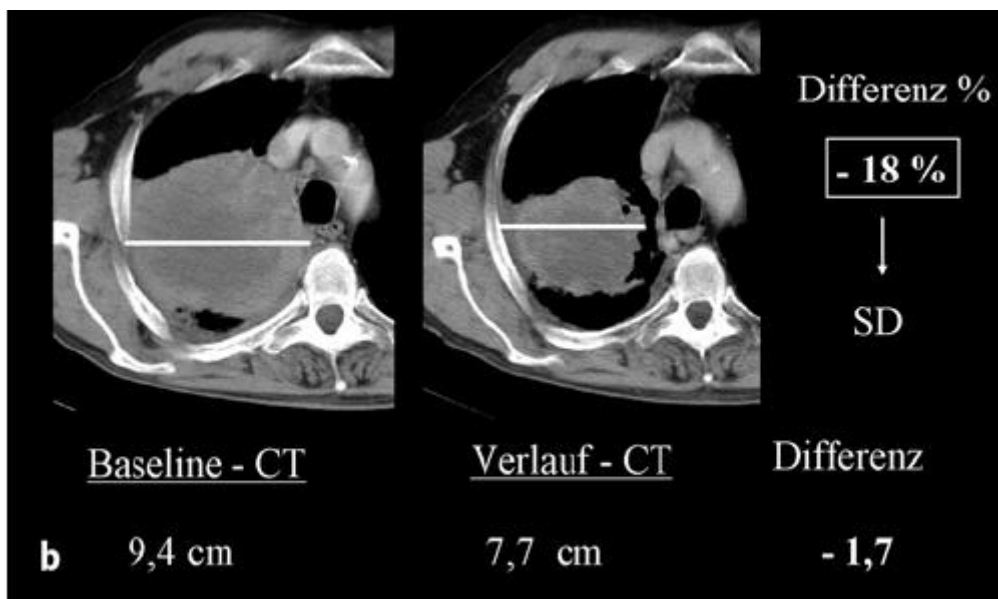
Unidimensionale Messung des Bronchialkarzinoms im Verlauf nach RECIST. Der Vergleich des unidimensionalen Messergebnisses der Ausgangs-CT (1. Spalte) und der Verlaufs-CT (2. Spalte) ergab mit einer Reduktion der TumorgroÙe von 18% nach RECIST-Kriterien SD (stable disease) (Hauth, Stattaus et al. 2007).
